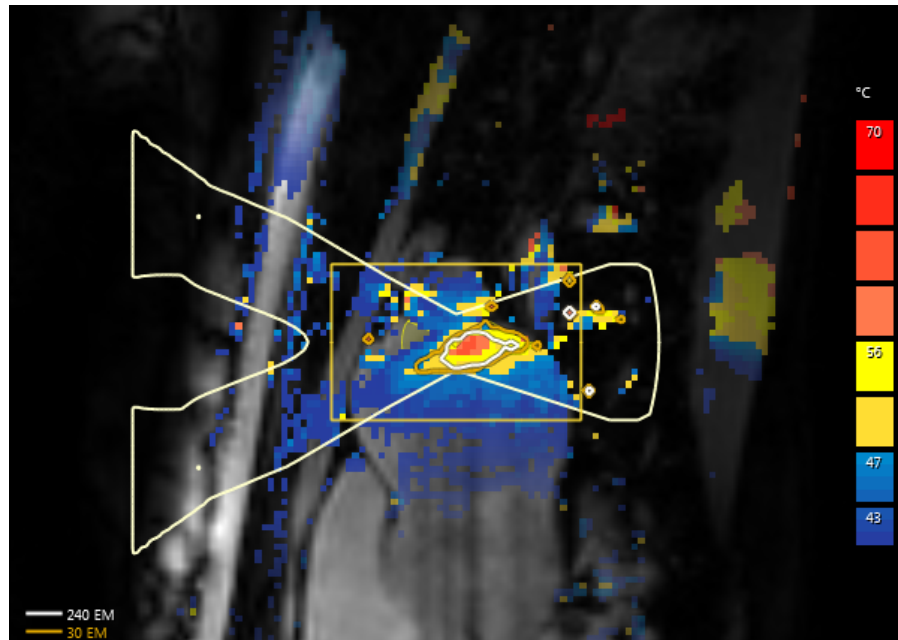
Exemple de carte de température et de contours de dose thermique d'une émission d'ultrasons impliquant une cellule unique.
